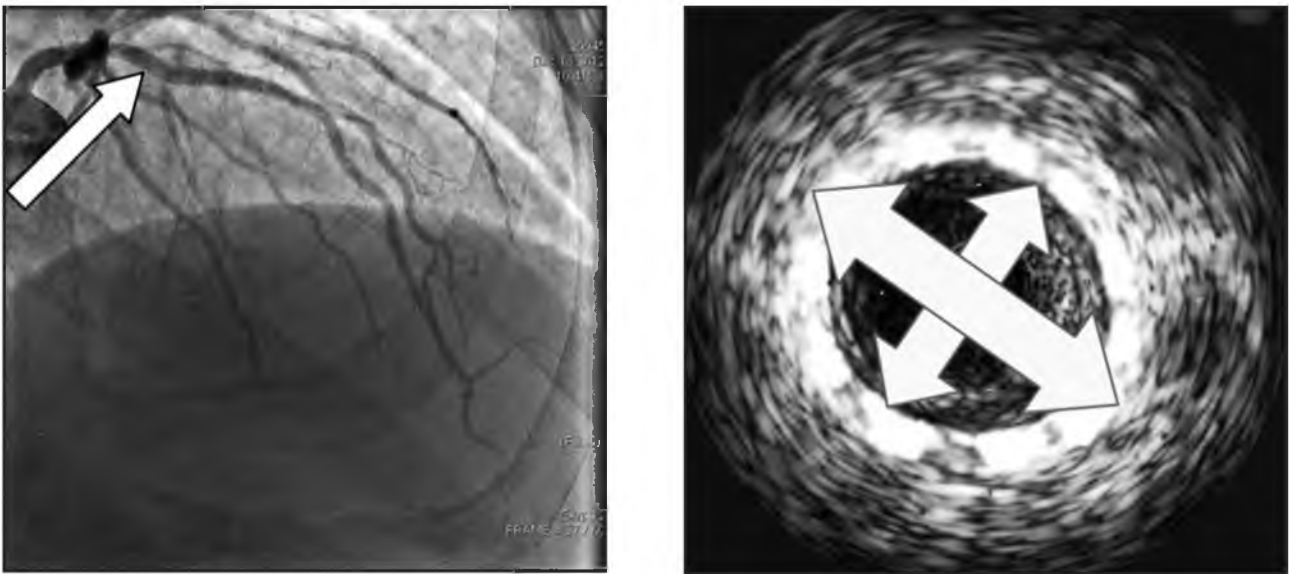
Контрольная коронарография и ВСУЗИ после имплантации стента.
